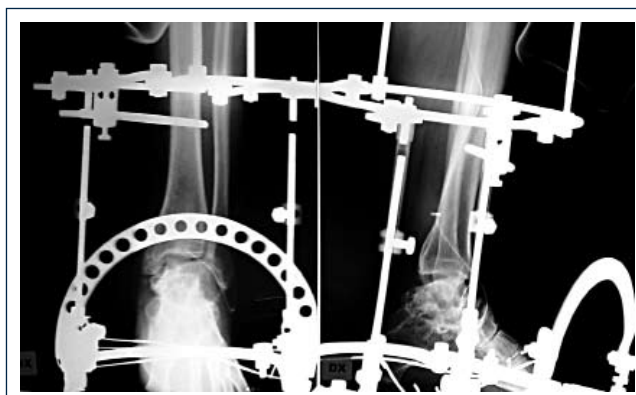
Controllo radiografico a 4 giorni di distanza dall'intervento.
